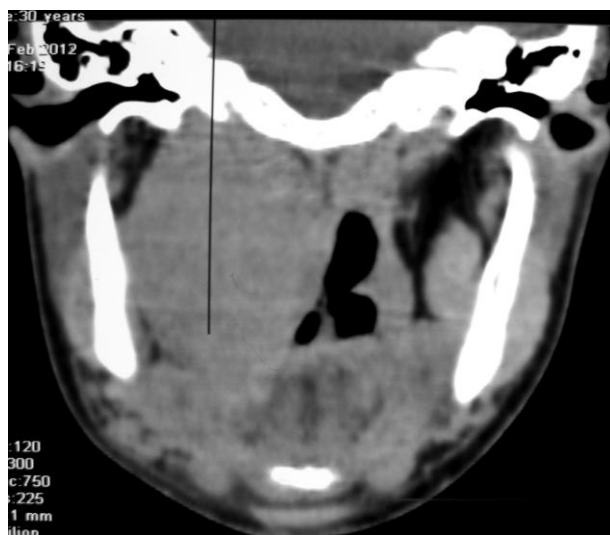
(46). Хемодектома справа. МСКТ
